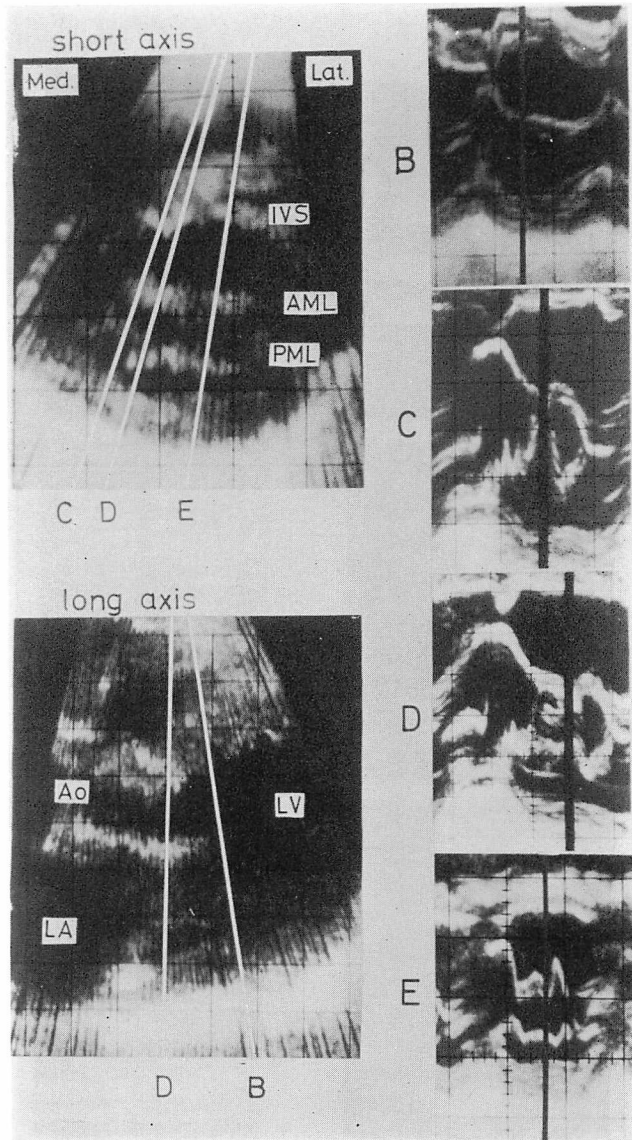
Hand-held cross-sectional echocardiograms along the short and long axis in mid-diastole (left panel) and M-mode registrations (right panel) obtained from the directions shown by the white lines (B, C, D, E) (Case 2).
